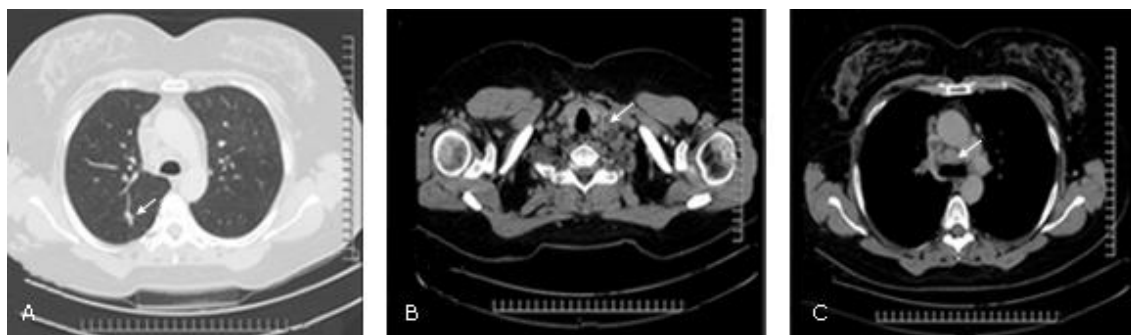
Tomografía axial computarizada basal. A). Lesión nodular de 12 mm en el segmento basal posterior del pulmón derecho. B). Adenopatía supraclavicular izquierda de 24 x 22 mm. C). Adenopatía paratraqueal derecha de 27 x 23 mm.
